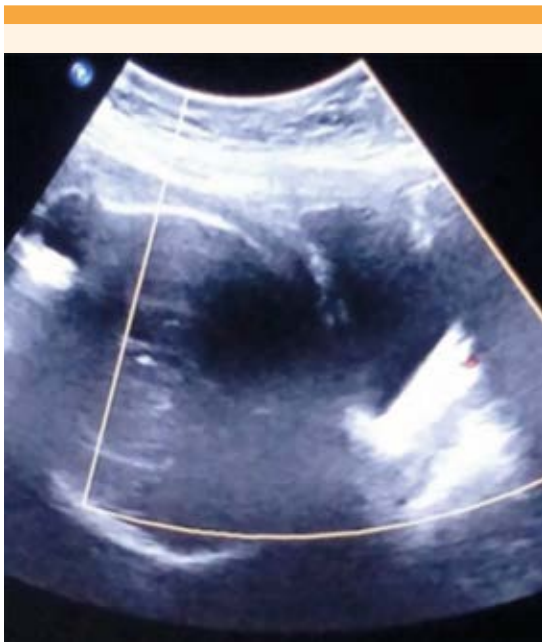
Ultrasonograma Doppler dirigido al segmento uterino, sin incremento de la vascularidad.
